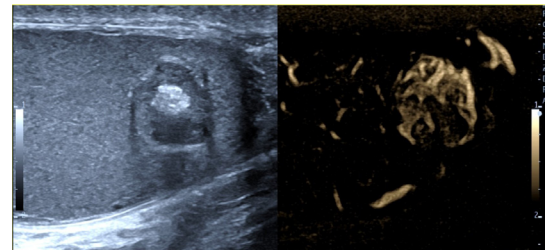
Otuz bir yaşında hastada tesadüfi saptanan yaklaşık 1 cm çaplı bilateral Leydig hücreli tümörler. Sağda (A) hipoeoik heterojen, solda (B) daha hiperekoik yapıda. Doppler incelemede (C) hipervasküler.
